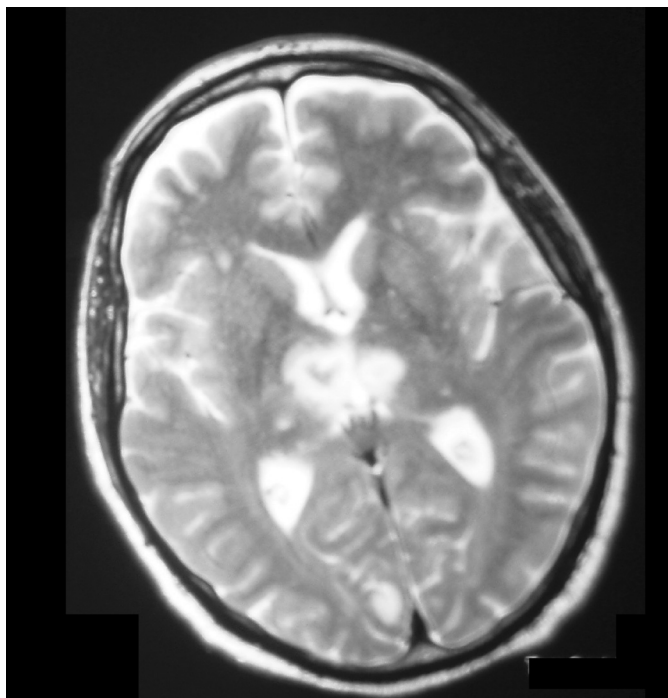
Imagen de resonancia magnética craneal potenciada en T2, corte axial, que muestra un infarto talámico bilateral secundario a una oclusión embólica de la arteria basilar.
